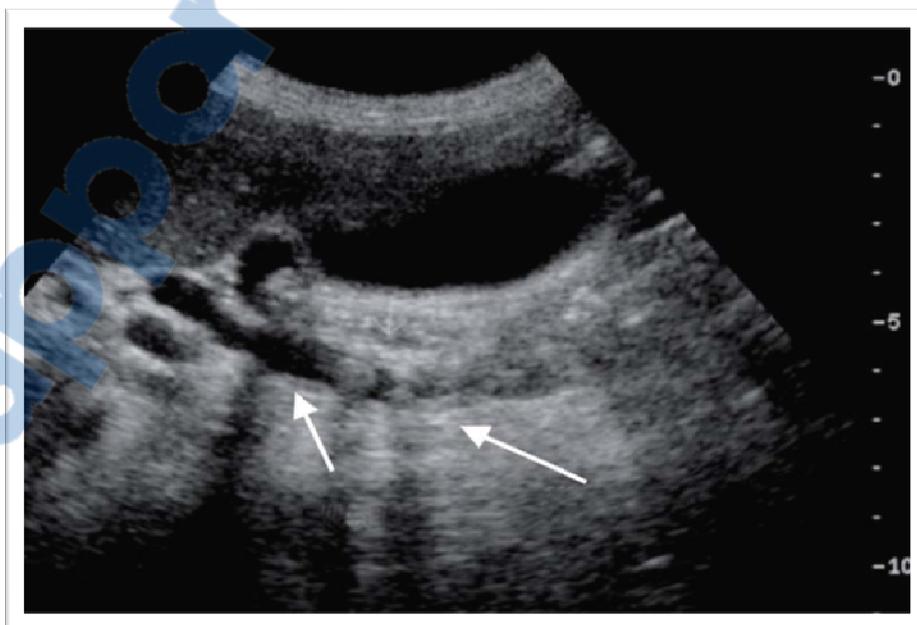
une échographie montrant un empierrement du cholédoque. (3)
